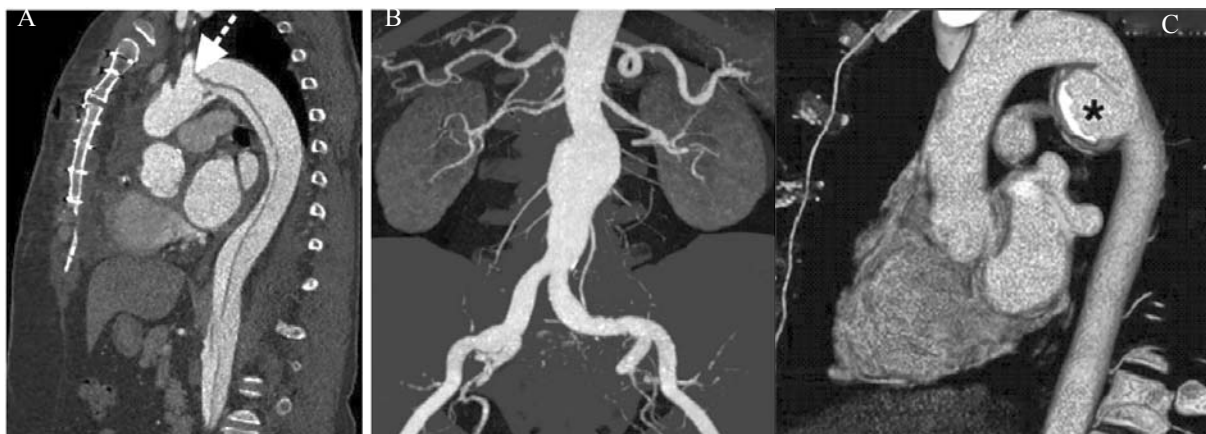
Angiografie-CT. A- MPR (reformat multiplanar oblic prin centrul lumenului aortal) – disecția aortală Stanford tip A, indicatorul arată localizarea rupturii inițiale. B - MIP în proiecție coronară, anevrismul aortei abdominale. C - imagine 3-dimensională în plan sagital oblic. Anevrismul fals sacular al segmentului proximal aortei descendente (steluța)
